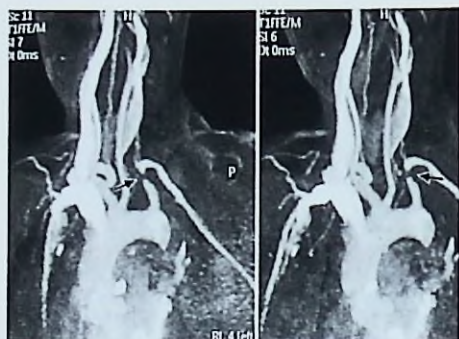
Angiorresonancia magnética de vasos proximales del cuello que muestra una lesión obstructiva crítica de la arteria subclavia izquierda (antes del nacimiento de la arteria vertebral), que produce clínicamente un síndrome de "robo de la arteria subclavia".
